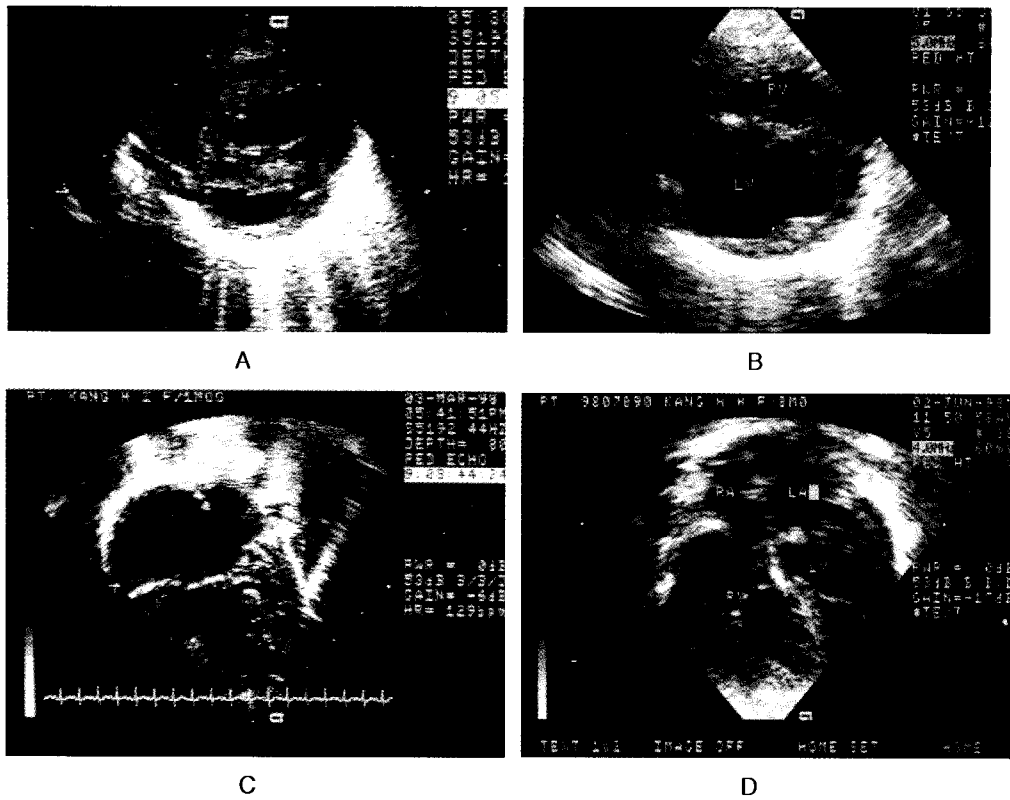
Preoperative(A, B) and postoperative(C, D) echocardiographic views of right ventricle(RV) and left ventricle(LV) in short axis view(A, C) and apical four-chamber views(B, D). Preoperative echocardiographic views demonstrating compressed and hypoplastic-appearing LV. After biventricular repair of right-dominant unbalanced atrioventricular septal defect, the LV is seen to assume relatively normal size. The factors that contributed to the increase in LV size after operation was volume loading of the LV and potential LV area in excess of that predicted by the septal shift model. Thus, loading conditions may also play a role in apparent LV hypoplasia preoperatively.
